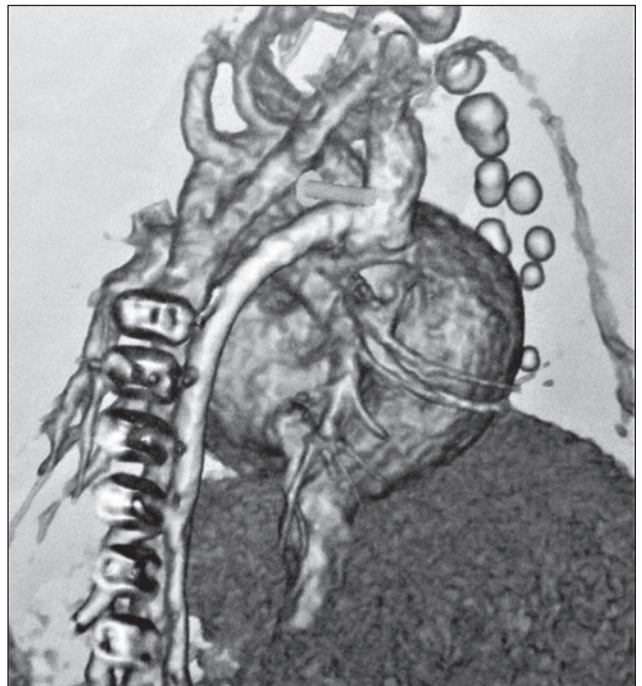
Тривимірна реконструкція на основі КТ-сканування з контрастним підсиленням в косій лівій проекції
